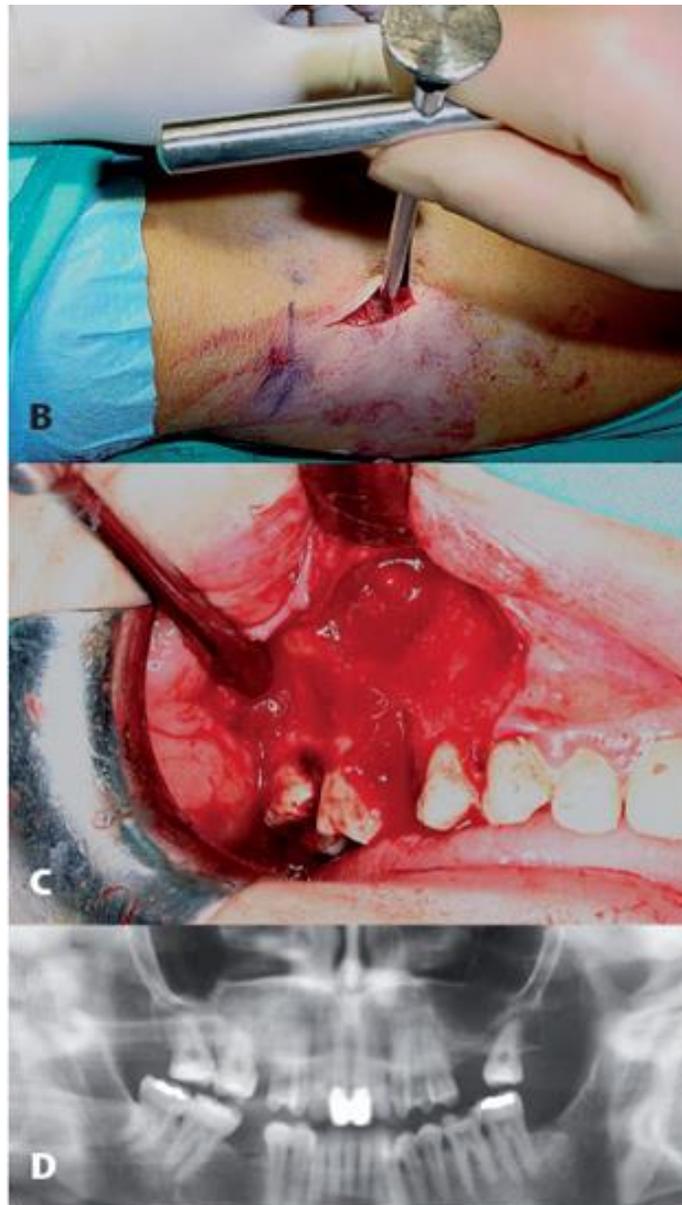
Cavity post-quistectomía rellena con un injerto de tibia proximal. A) Radiografía panorámica previa del quiste radicular, causado por el primer molar superior derecho y en relación con el seno. B) Toma de injerto esponjoso de la tibia proximal con trefina. C) Detalle de la colocación del injerto compactado en la cavity y en el alvéolo postextracción. D) Radiografía panorámica de control.
